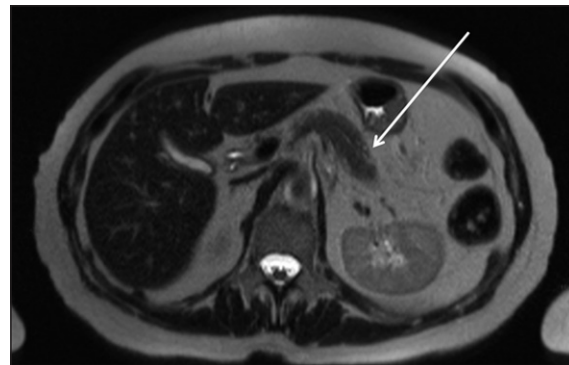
Secuencia T2 coronal de RM de abdomen con contraste. Se observa páncreas prominente asociado a dilatación de la vía biliar intra y extrahepática (flecha).
